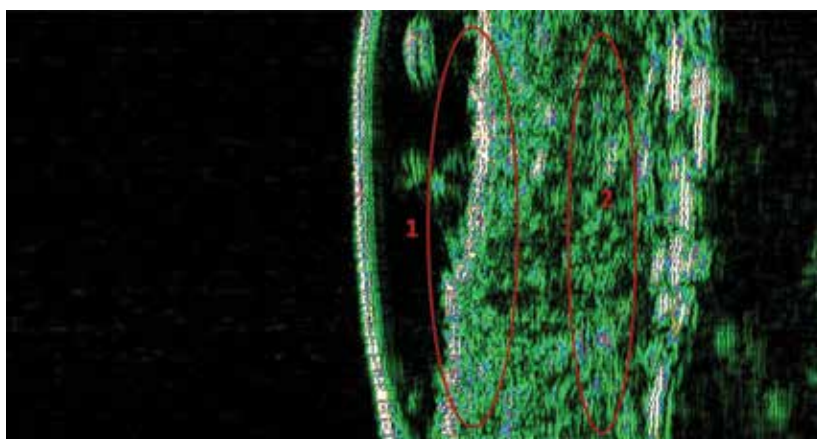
УЗИ стрий через месяц применения средств Ла-Кри Мама: 1 – выравнивание рогового слоя в области стрии; 2 – уплотнение тканей дермы
